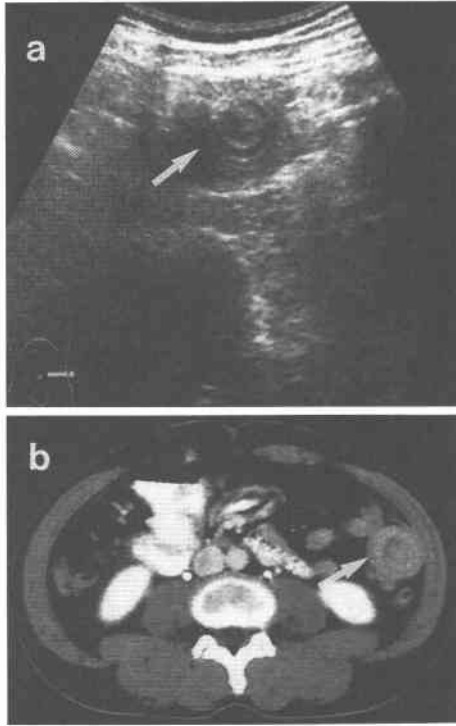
(a) Abdominal ultrasonography showed a target-like sign (arrow) in the small intestine. (b) Abdominal CT showed a multiple concentric ring mass (arrow), 4cm in diameter, in the left peritoneal cavity.
